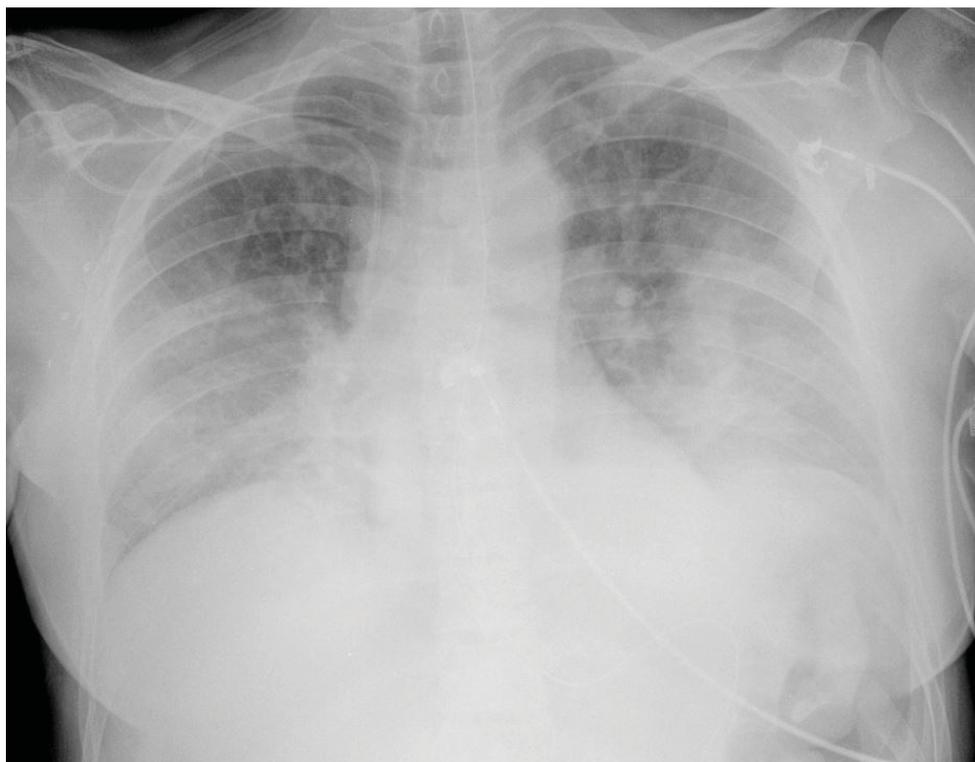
Radiografía de tórax. Derrame pleural bilateral de predominio izquierdo.
